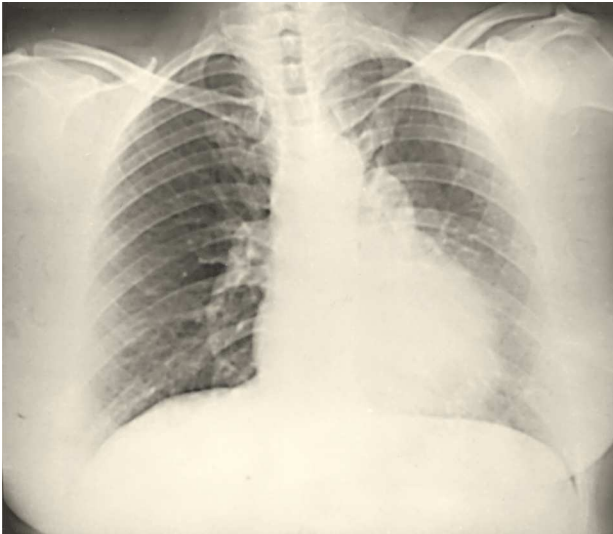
Radiografía simple posteroanterior de tórax. Prominencia del borde izquierdo de la silueta cardíaca a la altura de la arteria pulmonar y de la aurícula izquierda.
